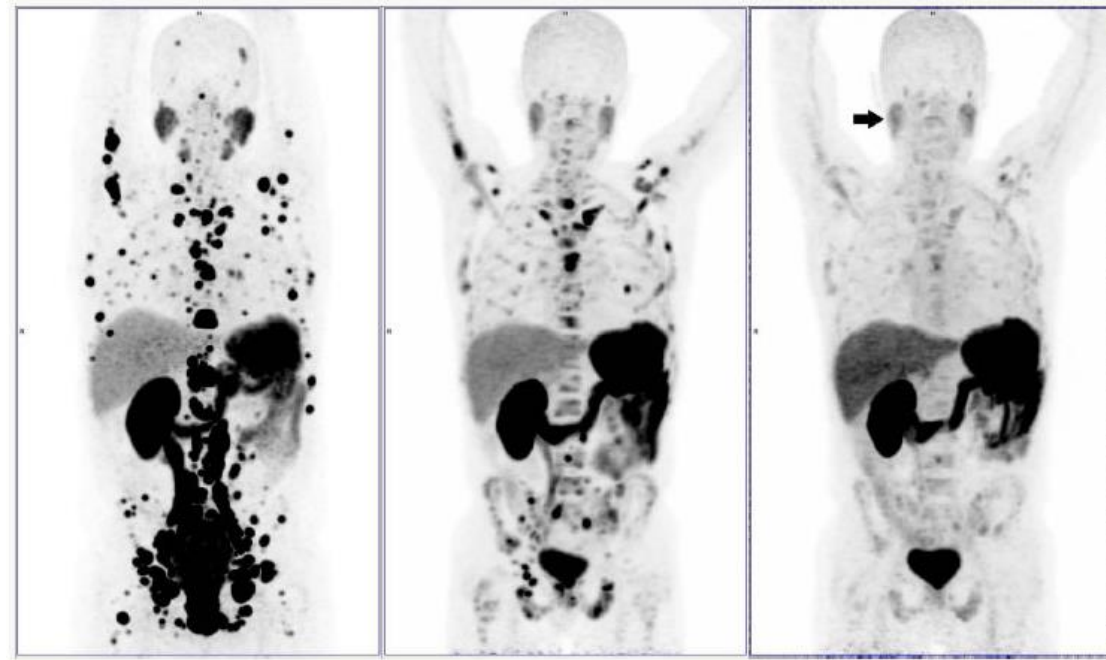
Comparative PET/CT Scan, before (left), after 3 doses (center) and at the end of treatment (right).
